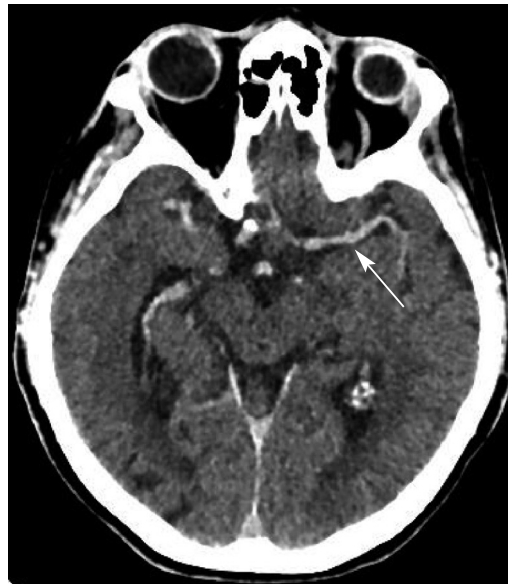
Компьютерная томограмма головного мозга пациентки через 8 ч после выполненной тромбаспирации
